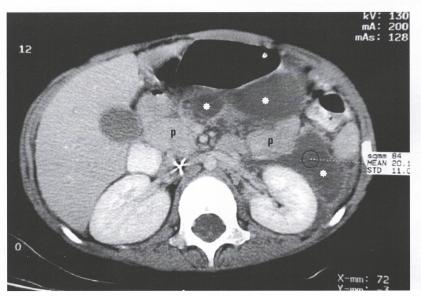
TC abdominal muestra el páncreas (p) de contornos irregulares y existen varias imágenes hipodensas, de contenido líquido, una de ellas en el saco menor, compatibles con pseudo-quistes (*).
